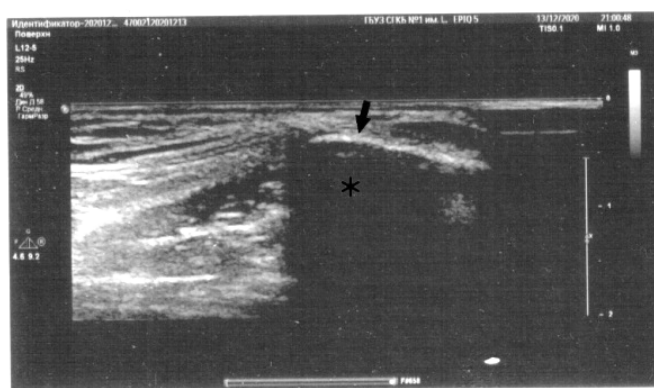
Пациент, 40 лет. На поперечном срезе представлена верхняя ость лонной кости (звездочка). На УЗИ неизменный корковый слой кости выглядит как обычная гиперэхогенная линия (стрелочка) с задним акустическим затемнением и некоторой реверберацией (артефакты)
